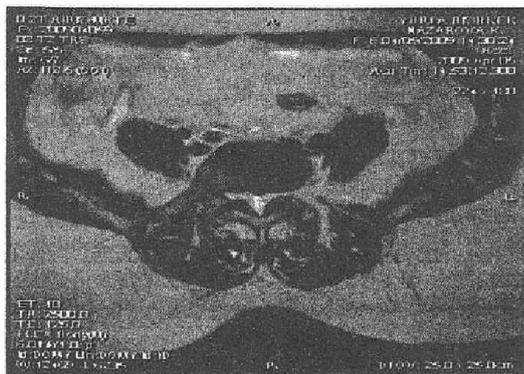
МРТ: центральный стеноз
